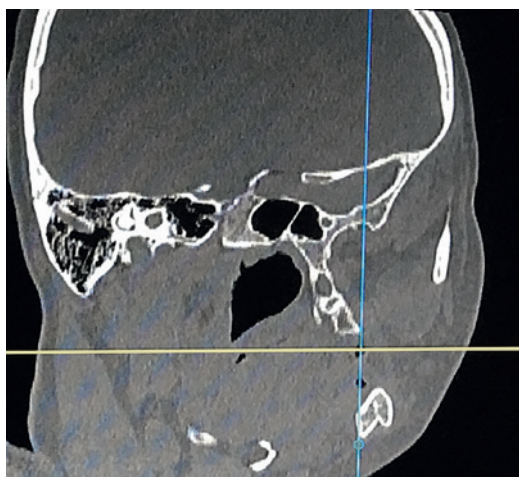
МСКТ с контрастным усилением от 18.04.19, на котором визуализируется новообразование мягких тканей в левой щечной области
